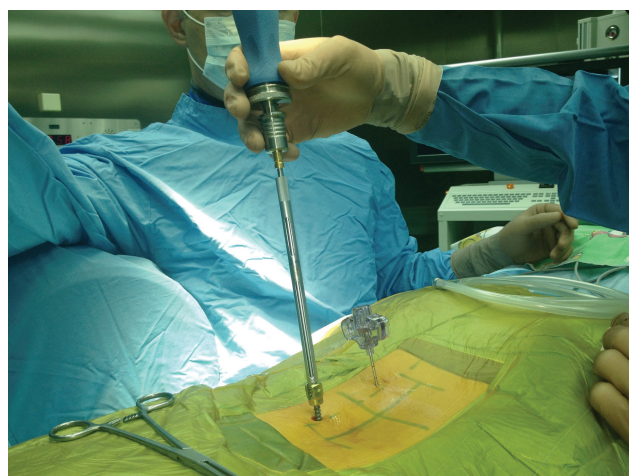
Установка канюлированных винтов через спицу посредством точечных разрезов – интраоперационный рентген-снимок и внешний вид
